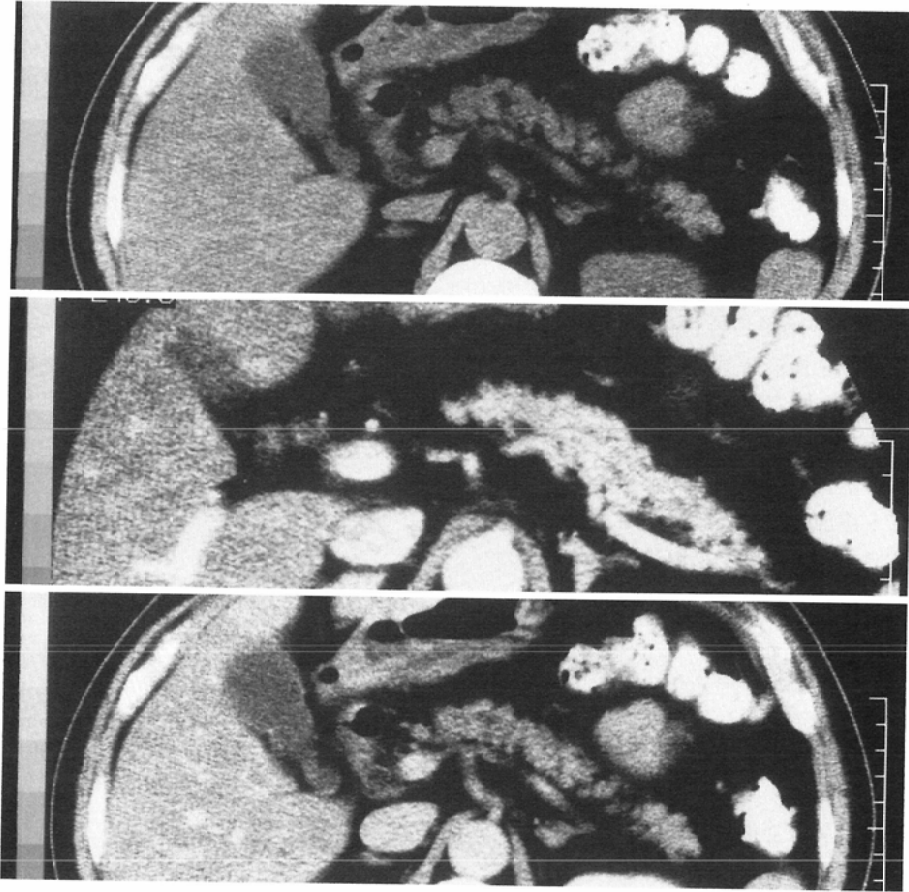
A case of the chronic pancreatitis : the pancreas is most strongly enhanced by thin slice table incremental CE-CT scanning, which is similar to the normal cases.
